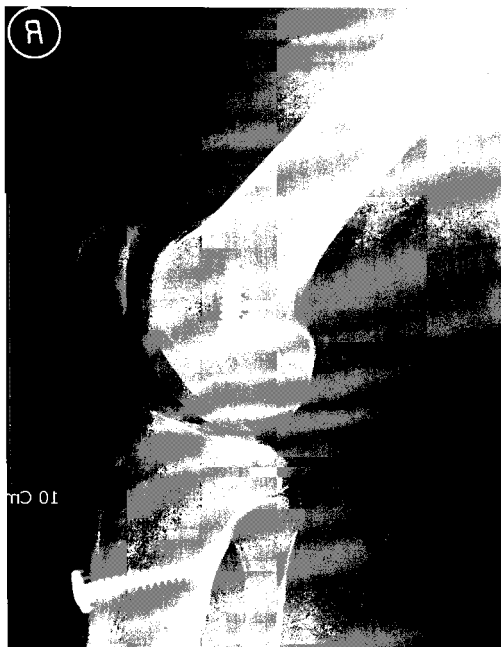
Lateral radiograph of the knee shows widening of the tibial tunnel at 33 month follow up after ACL reconstruction.
